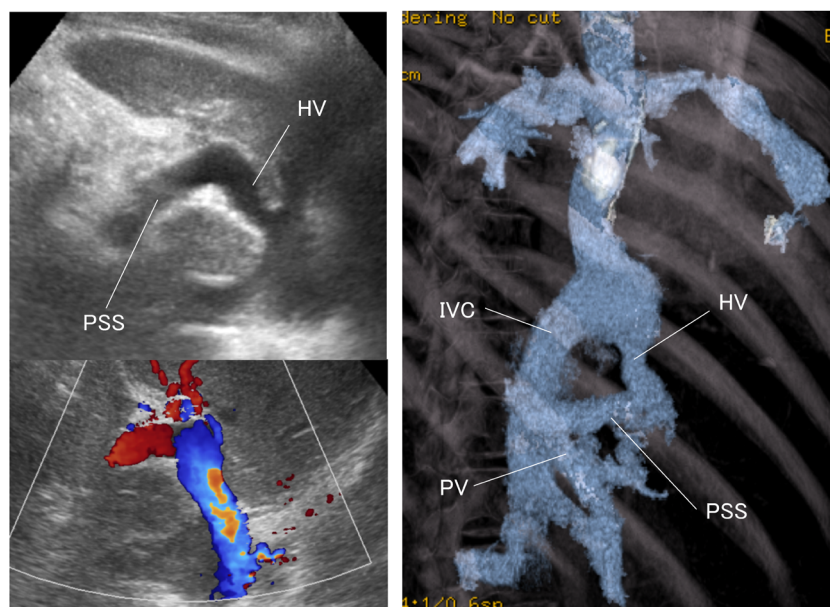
Abdominal ultrasonography and contrast-enhanced CT image show portosystemic shunt
